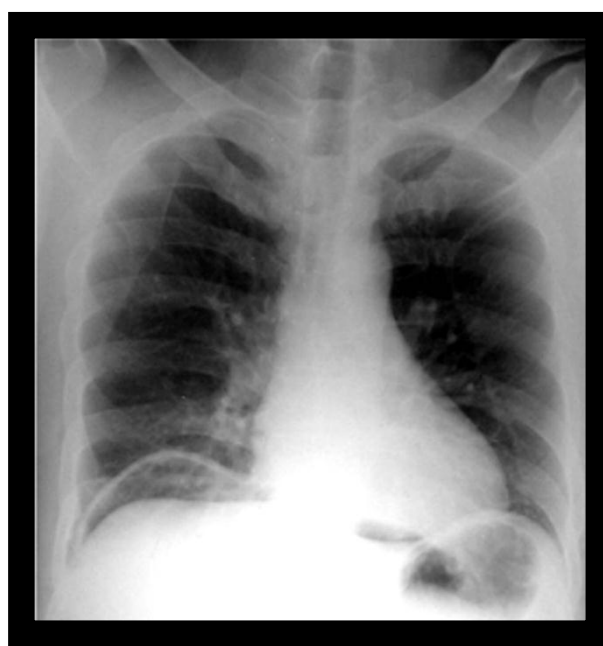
Radiographie thoracique montrant un épanchement pleural de faible abondance
